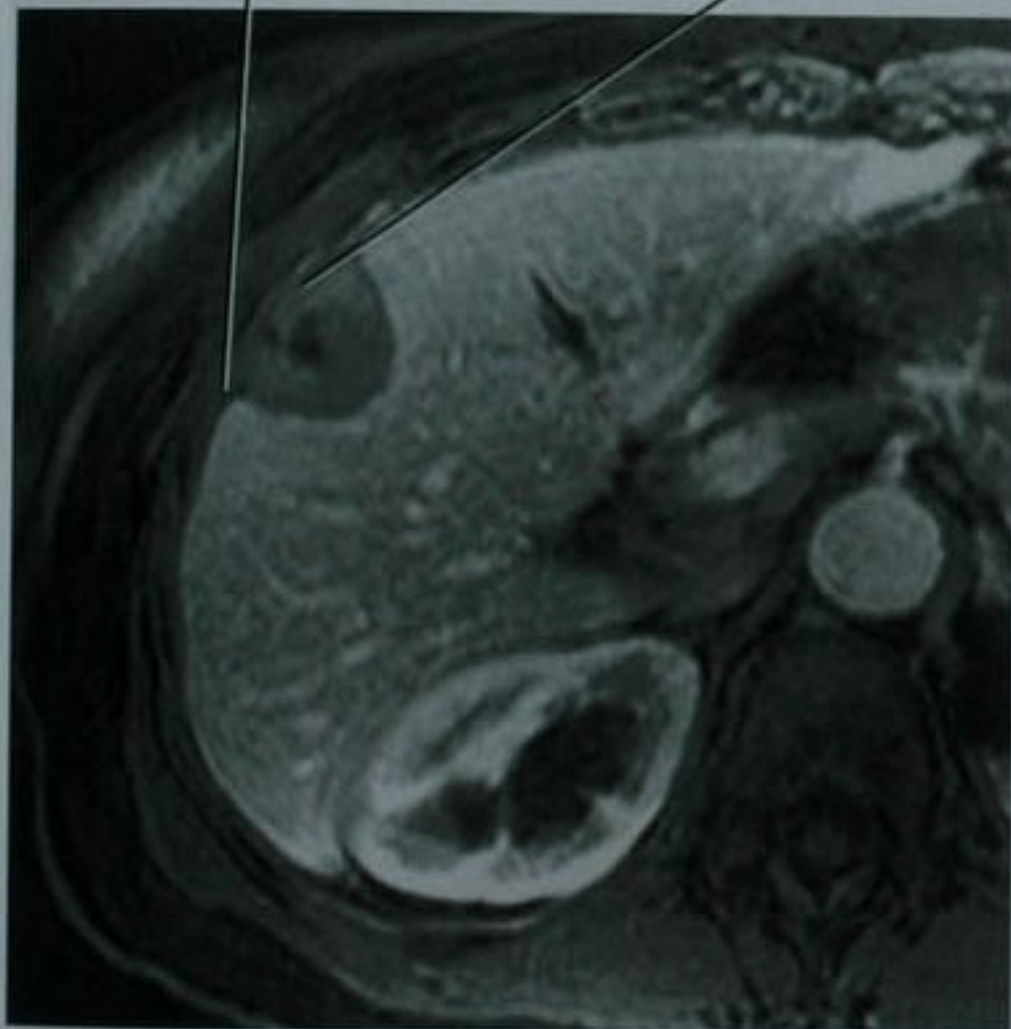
轴位 MRI 钆剂增强 T1 像,多发胃肠道间质瘤转移累及腹膜患者,该病变易和肝实质病变相混淆
